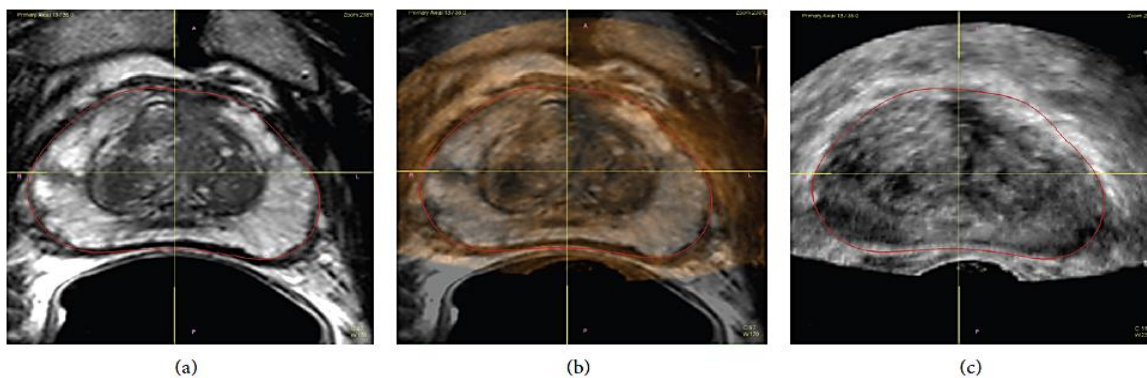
a) MRI da próstata; b) Fusão Eco-MRI; c) Ecografia da próstata. Referenciado de *Multiparametric MRI in Biopsy Guidance for Prostate Cancer: Fusion-Guided.*(21)
